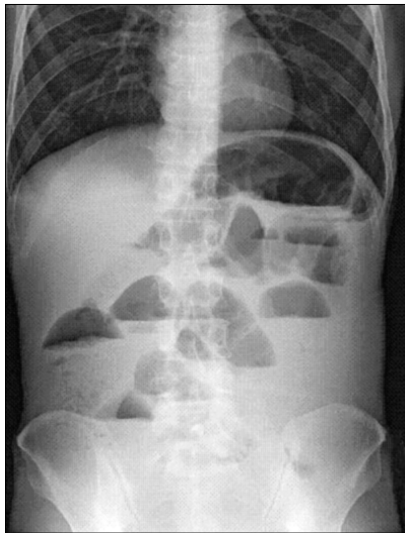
Follow up (2008-02-11) abdomen x-ray after discharge showed resolved state of pneumoperitoneum but still remained ileus.
